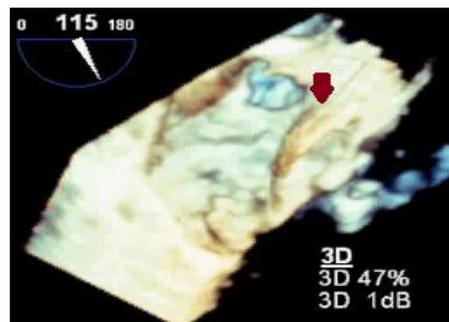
y 4 Ecocardiograma TE3D muestran la disección auricular izquierda
